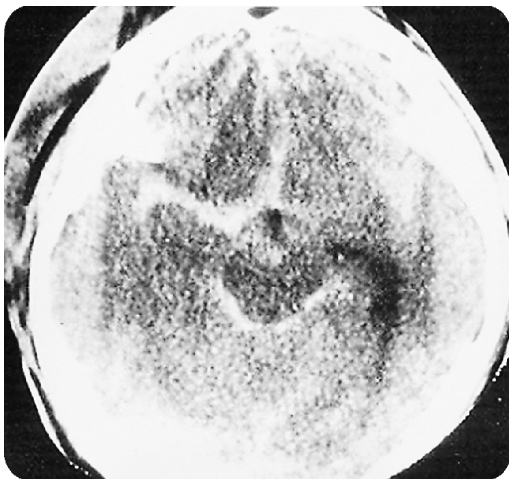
Initial non-contrast CT scan after head injury showed thick subarachnoid hemorrhage predominantly on the right side.
